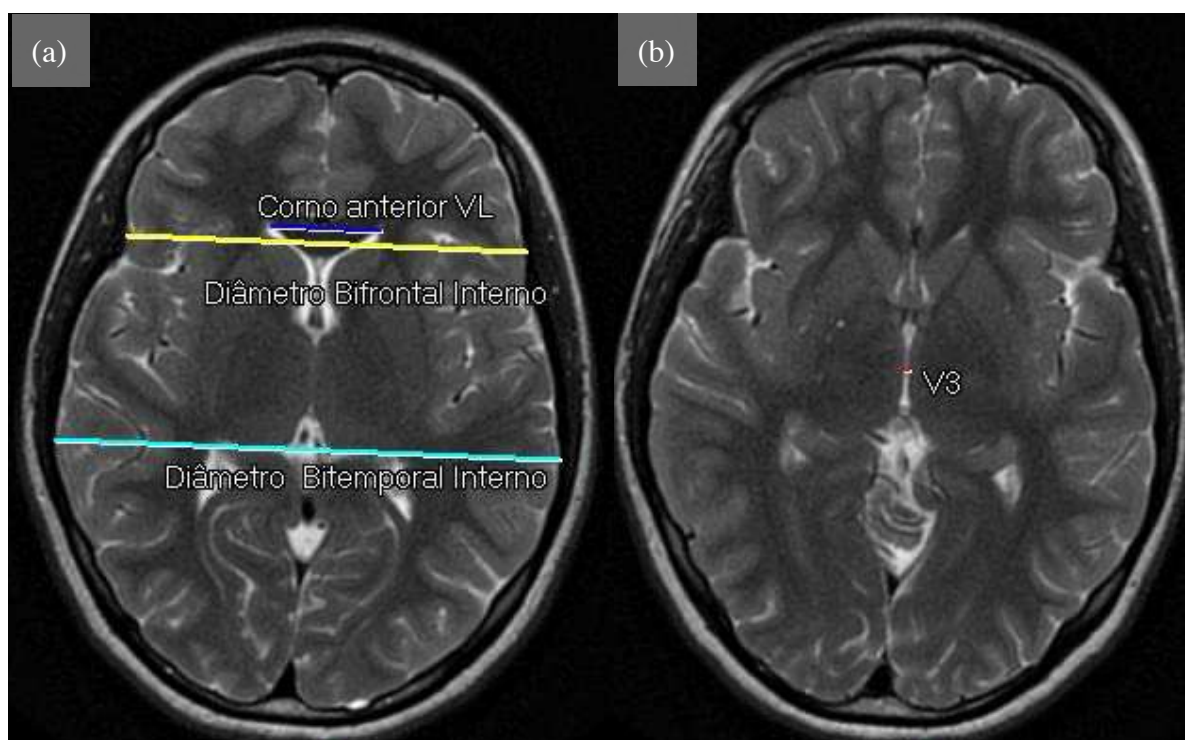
Ressonância magnética do encéfalo e pontos de referência para avaliação das dimensões dos ventrículos laterais (relação de *Evans*, índice cerebroventricular e largura máxima do terceiro ventrículo): (a) corno anterior VL= maior distância das margens externas dos cornos anteriores dos ventrículos laterais; diâmetro bifrontal interno= maior diâmetro transversal interno do crânio no plano dos cornos anteriores dos ventrículos laterais; diâmetro bitemporal interno= maior distância entre face interna dos ossos temporais; (b) V3= largura máxima do terceiro ventrículo. Arquivo pessoal do autor.
